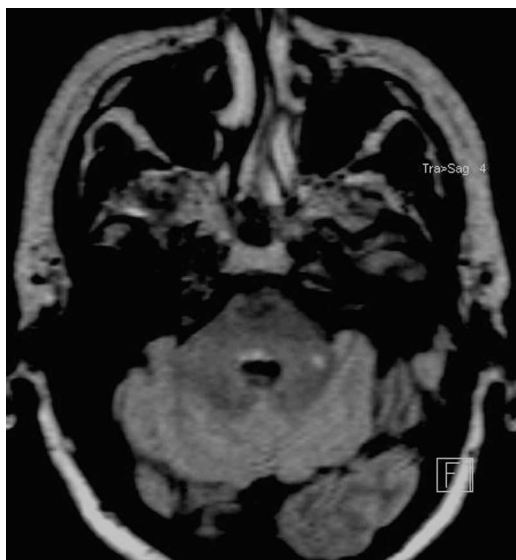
Imagen de RMN craneal secuencia FLAIR 3D corte axial.
